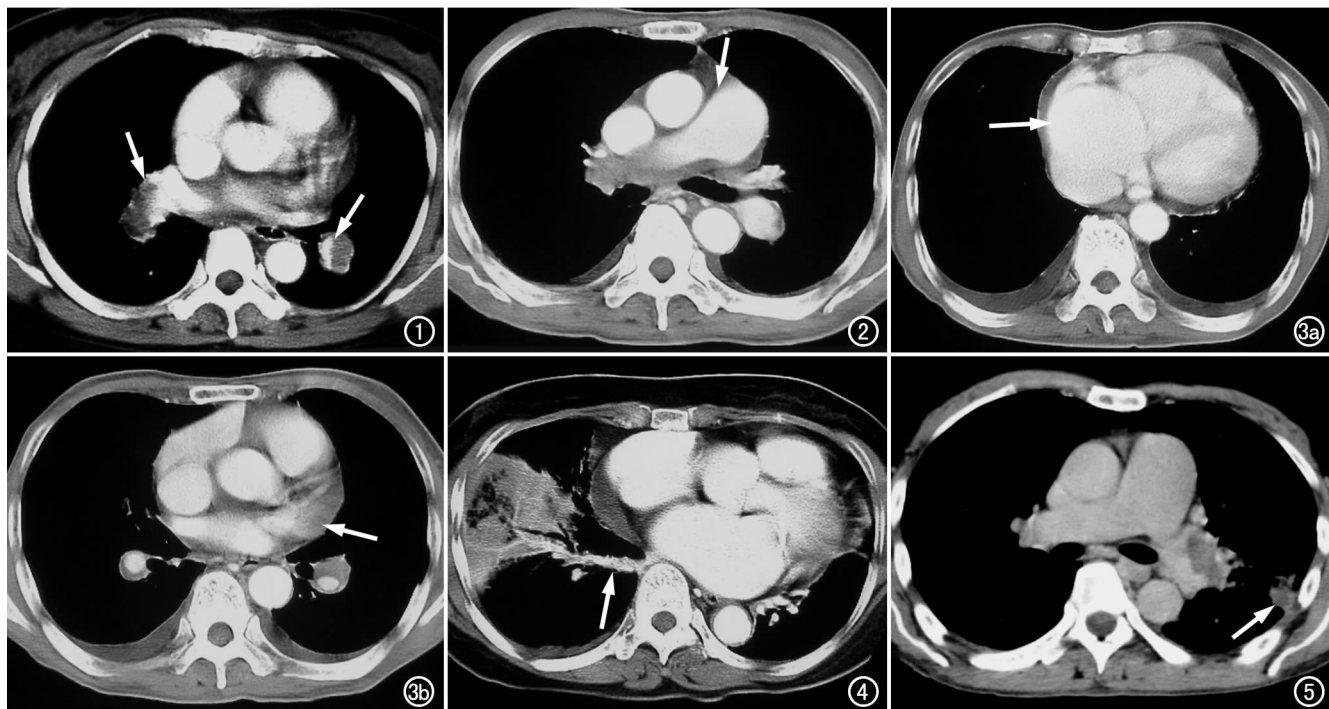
双侧肺动脉重度栓塞,栓塞面 $>50\%$,周围仍见对比剂显影或通过(箭)。图 2 双侧肺动脉栓塞,肺动脉高压,肺动脉主干增宽(箭)。图 3 双肺动脉栓塞。a) CT 示右心室和右心房增大(箭),左室小,室间隔向左后移位,心包少量积液,双侧胸腔少量积液;b) CT 示左心房变小(箭)。图 4 风湿性心脏病,右肺动脉栓塞,右肺梗死,右基底静脉变细,边缘不光滑,呈干藤样改变(箭)。图 5 左肺动脉中度栓塞,肺动脉高压,左肺外带肺组织实变,呈三角形改变(箭)。
